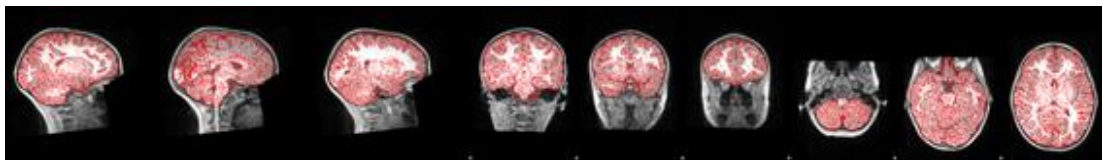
Imagem de RM de criança do grupo controle representando a segmentação do VBM
